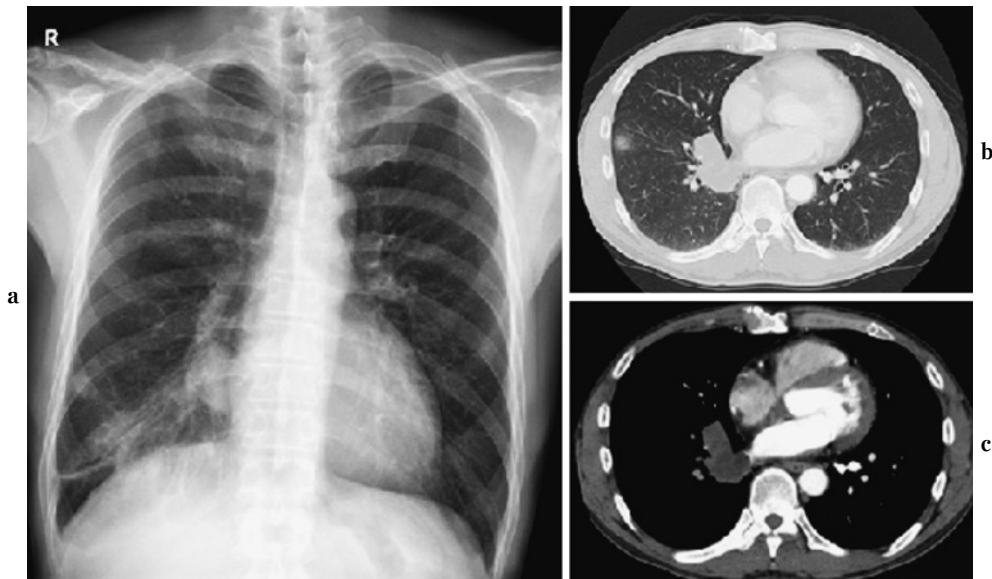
a: A chest X-ray image obtained on admission. b, c: A CT image of the chest obtained on admission.
